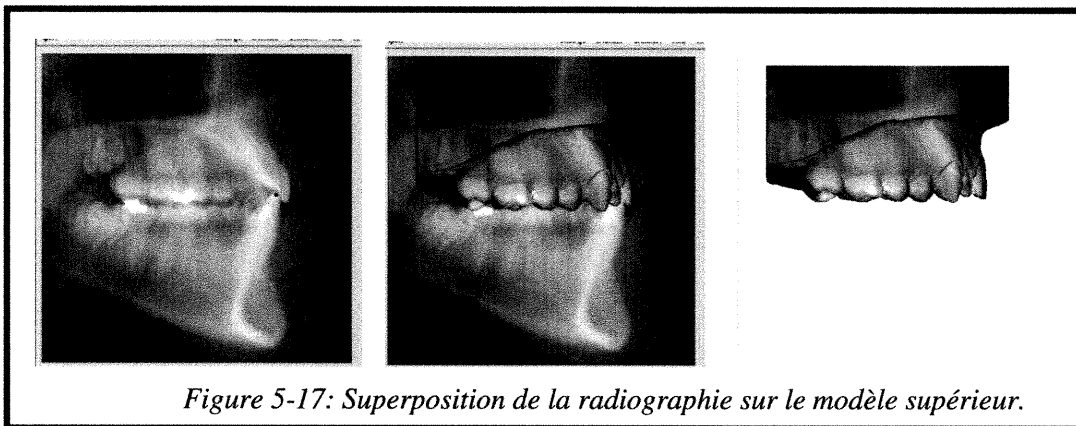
Superposition de la radiographie sur le modèle supérieur.
